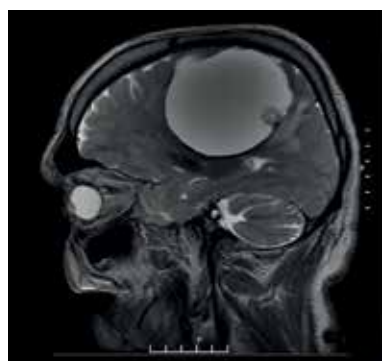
МРТ головного мозга, T2-ВИ, коронарная проекция
